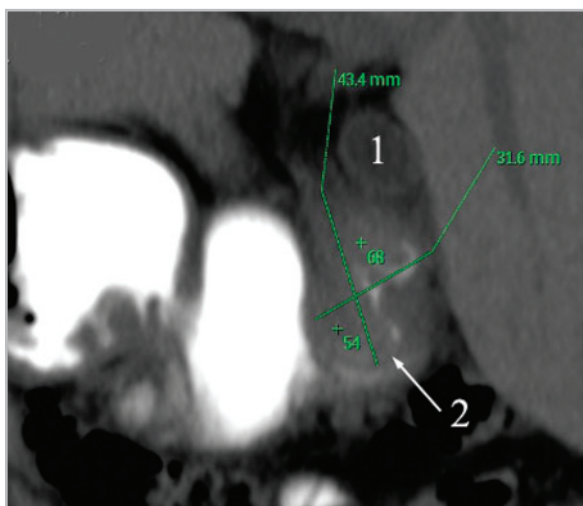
У этого же пациента при компьютерной томографии отмечаются инфильтративные изменения перипузырной клетчатки (инфильтрат (2) размерами 43,4 × 31,6 мм, прилежащий к стенке желчного пузыря (1), граница между ними плохо дифференцируется)
